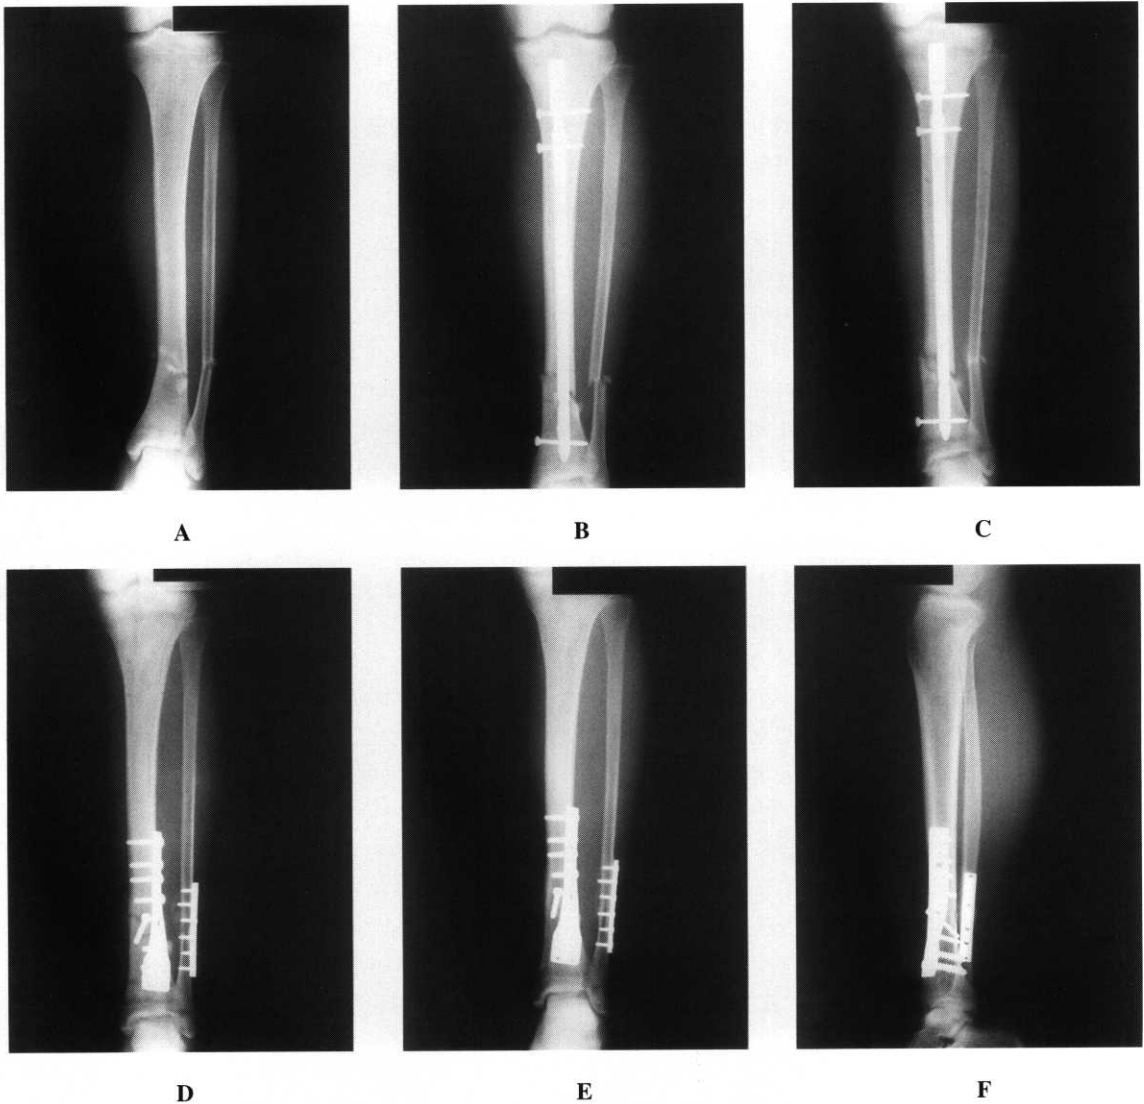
The preoperative radiograph of a 31-year-old male shows displaced distal tibial and fibular fracture.
